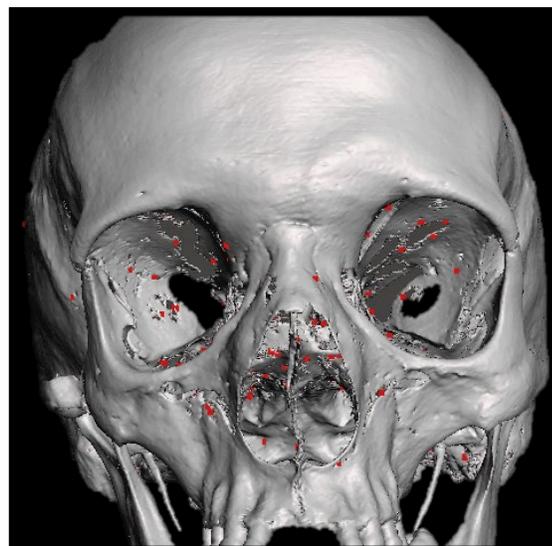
Reconstrucción volumétrica de TC donde se observa la asimetría del tercio medio facial derecho, en comparación con el izquierdo.
